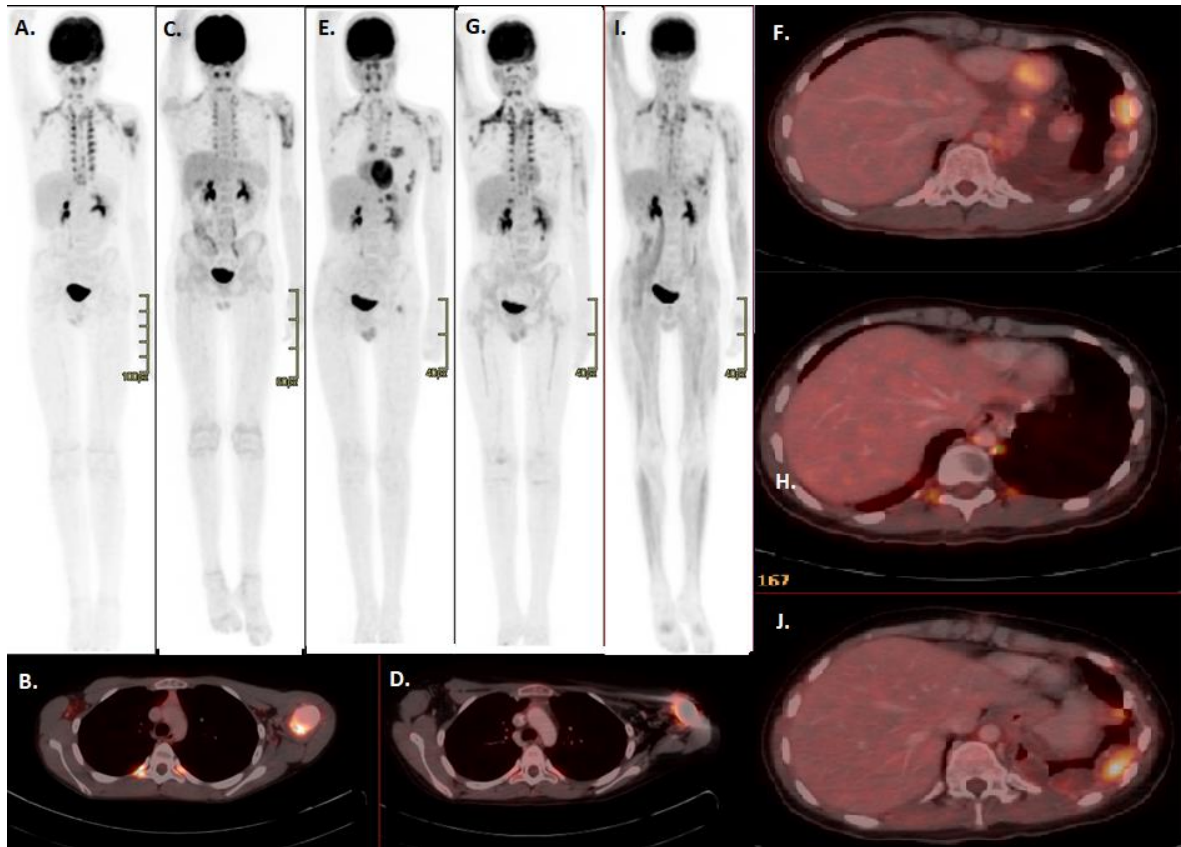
Paciente de sexo masculino de 14 años de edad con osteosarcoma de húmero izquierdo. Imagen A y B. MIP de PET FDG y fusión PET/CT corte axial que muestran lesión hipermetabólica en húmero izquierdo, sin signos de diseminación. Recibe quimioterapia con posterior cirugía conservadora. C y D. Cambios postquirúrgicos periprotésicos con leve actividad metabólica, sin signos de recidiva. E y F. Lesiones nodulares hipermetabólicas subpleurales izquierdas correspondientes a implantes secundarios de osteosarcoma; recibió quimioterapia y posterior resección quirúrgica. G y H. Estudio sin signos de recidiva. I y J. Recidiva de compromiso pleural izquierdo con lesiones nodulares hipermetabólicas. En todos los MIP se aprecia activación de grasa parda en región cervical, supraclavicular y paravertebral bilateral.
